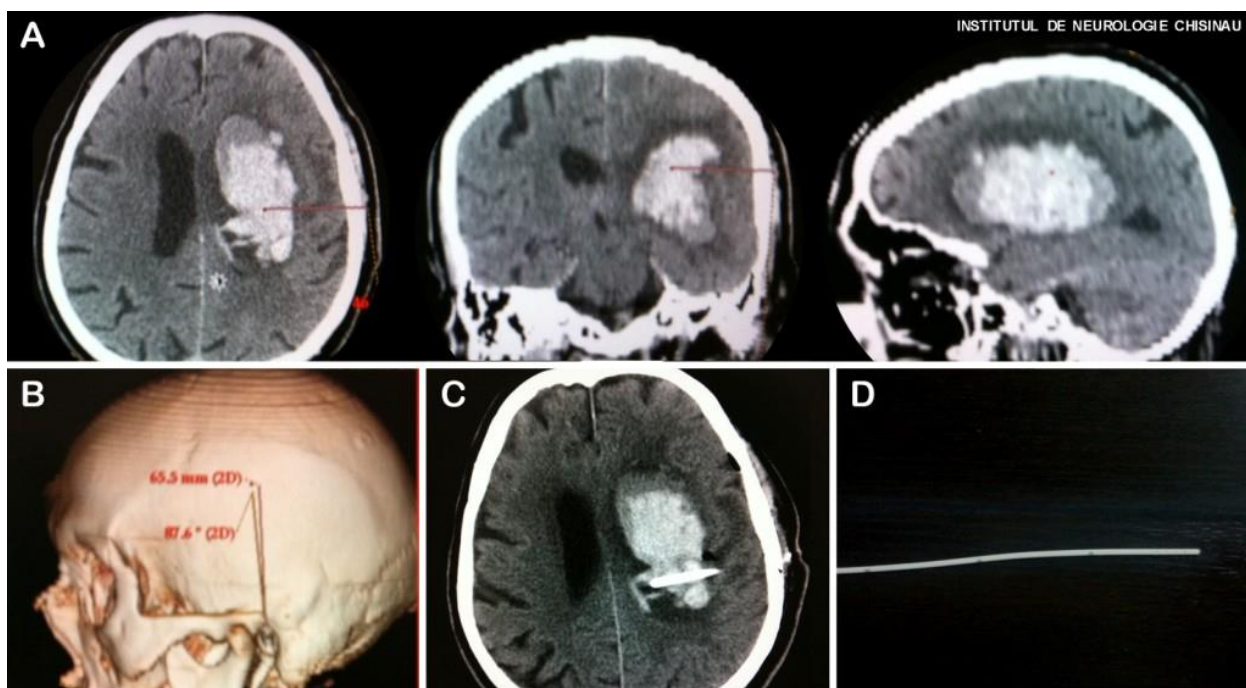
HICS supratentorial tratat prin metoda punției și aspirației cu aplicarea fibrinolizei locale. A - calculul computerizat al traseului pentru accesarea hematomului în baza CT cerebral. B - remodelarea tridimensională a suprafeței craniului pacientului cu relatarea traseului față de reperele anatomice externe, C – CT cerebral postoperator confirmând poziția cateterului, D – tipul de cateter inserat
